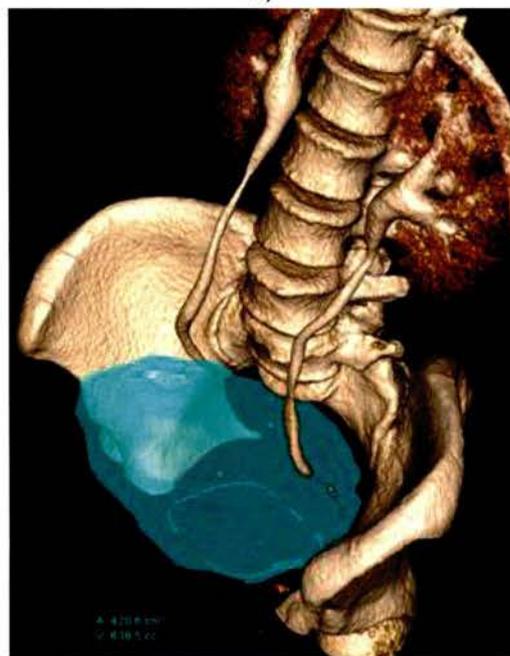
МСКТ-картина субсерозного миоматозного узла (а). Стрелкой указан артериальный сосуд, кровоснабжающий субсерозный узел (б).
